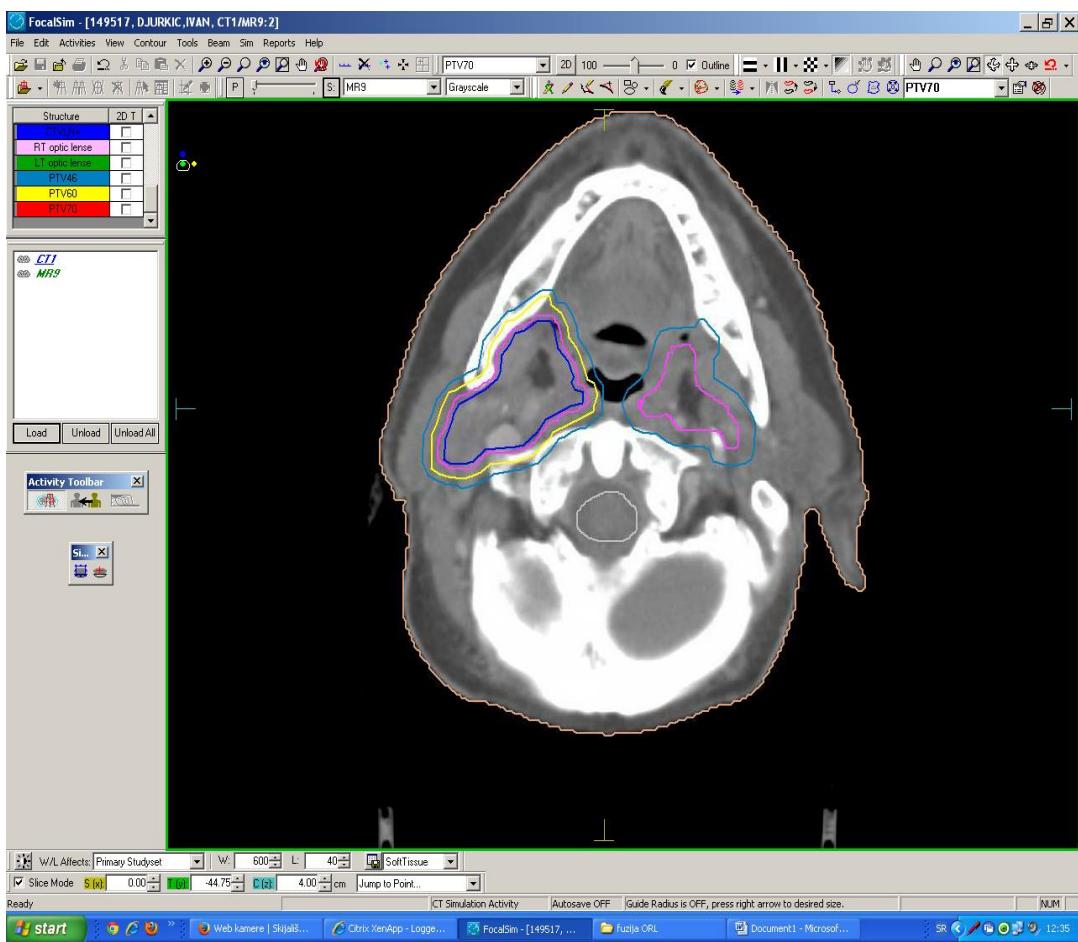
Planocelularni karcinom nazofarinks-a – klasičan konformalni (3D/CT) modalitet delineacije ciljnih volumena radioterapije pomoću kompjuterizovane tomografije
